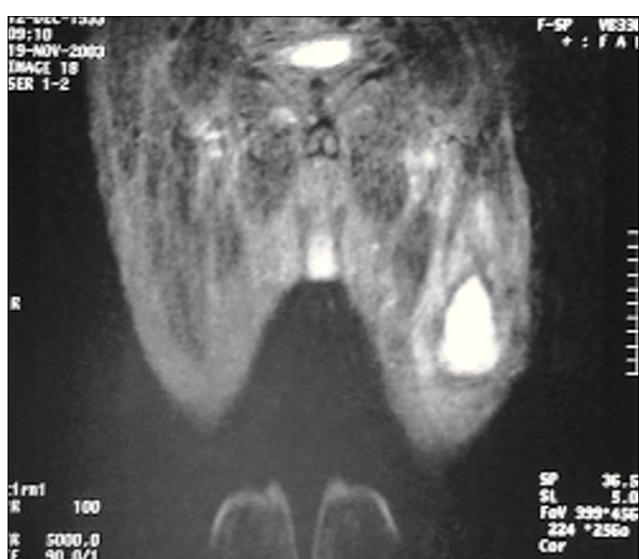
RM del muslo izquierdo. Imagen coronal potenciada en T2. Área hipointensa bien delimitada en el interior del músculo recto femoral (absceso).
